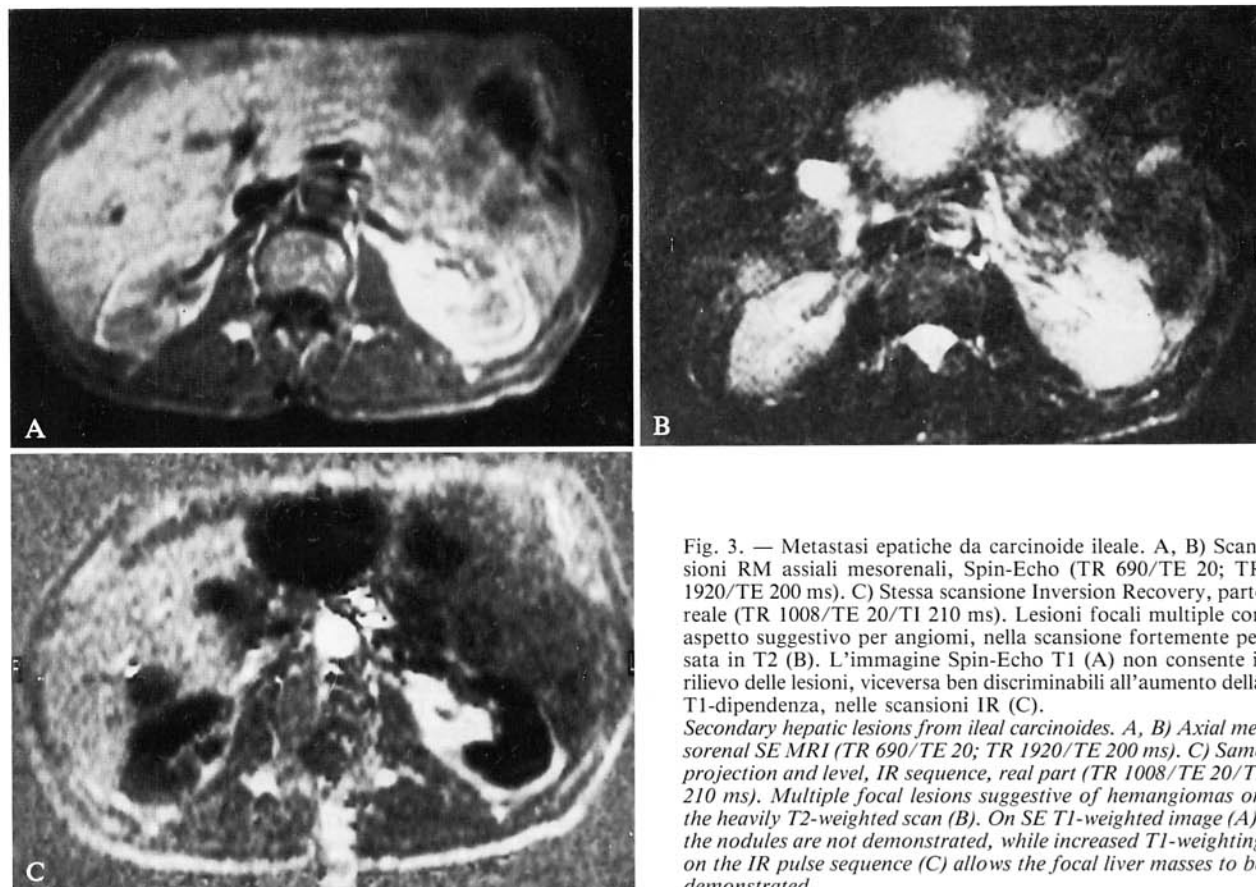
Metastasi epatiche da carcinoide ileale. A, B) Scansioni RM assiali mesorenali, Spin-Echo (TR 690/TE 20; TR 1920/TE 200 ms). C) Stessa scansione Inversion Recovery, parte reale (TR 1008/TE 20/TI 210 ms). Lesioni focali multiple con aspetto suggestivo per angiomi, nella scansione fortemente pesata in T2 (B). L'immagine Spin-Echo T1 (A) non consente il rilievo delle lesioni, viceversa ben discriminabili all'aumento della T1-dipendenza, nelle scansioni IR (C).
